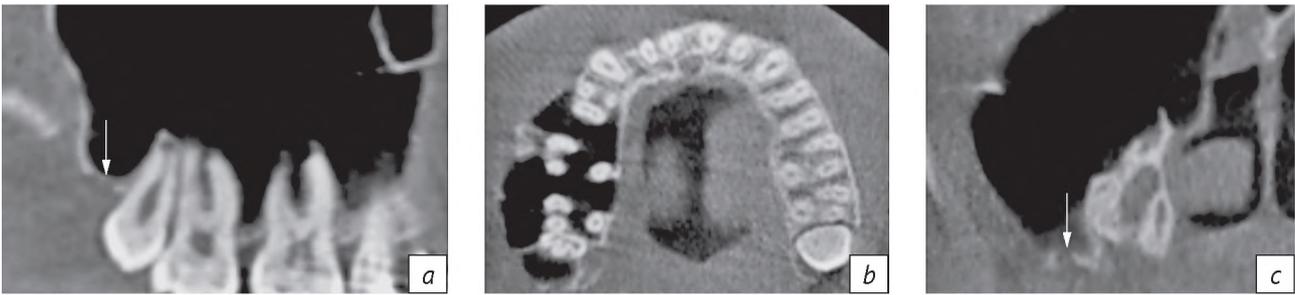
Результаты КЛКТ: сагиттальный (а), аксиальный (b) и фронтальный (с) срезы. Протрузия корней зубов 1.6, 1.7 и 1.8 в полость верхнечелюстной пазухи. Дефект нижней стенки пазухи в области бугра верхней челюсти (стрелки)
